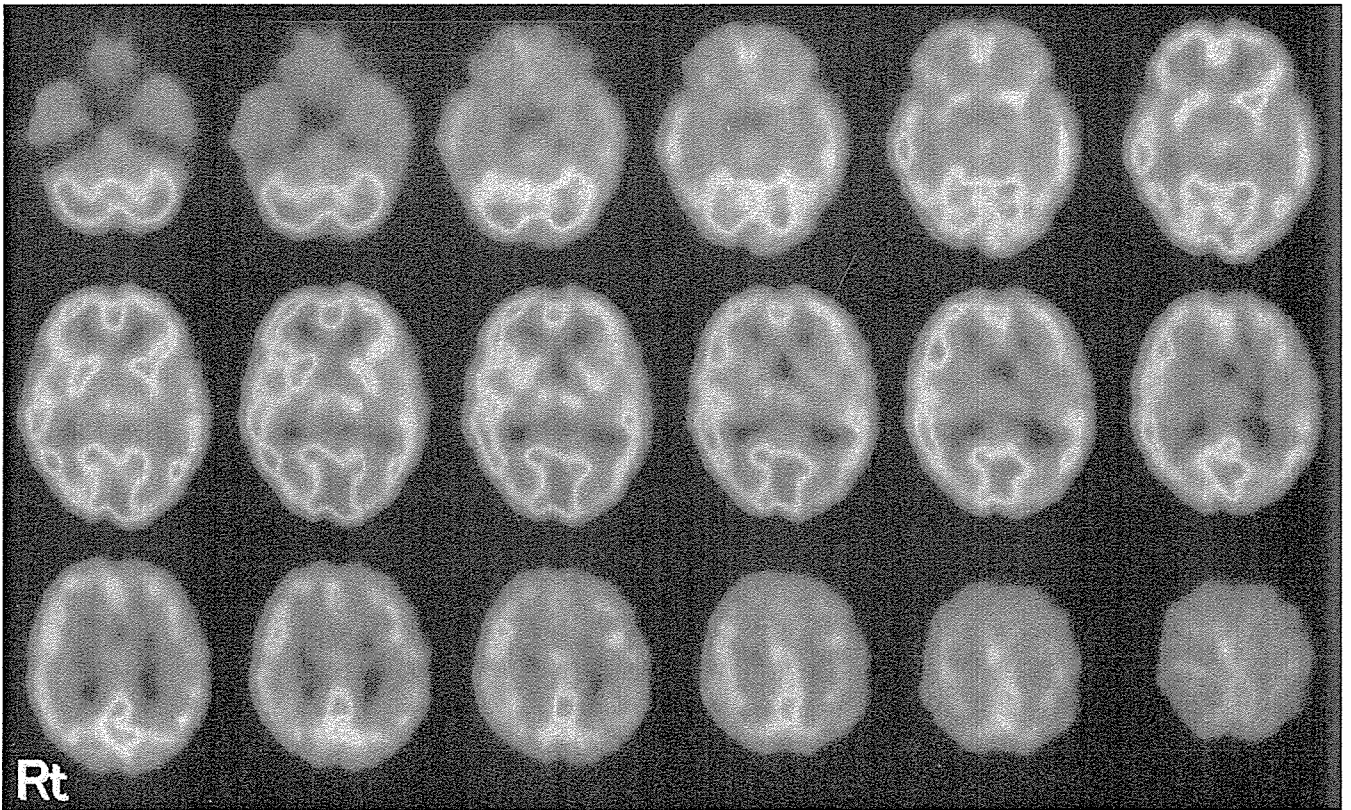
轴向 ^{99m}Tc-ECD SPECT 图像在 62 岁
